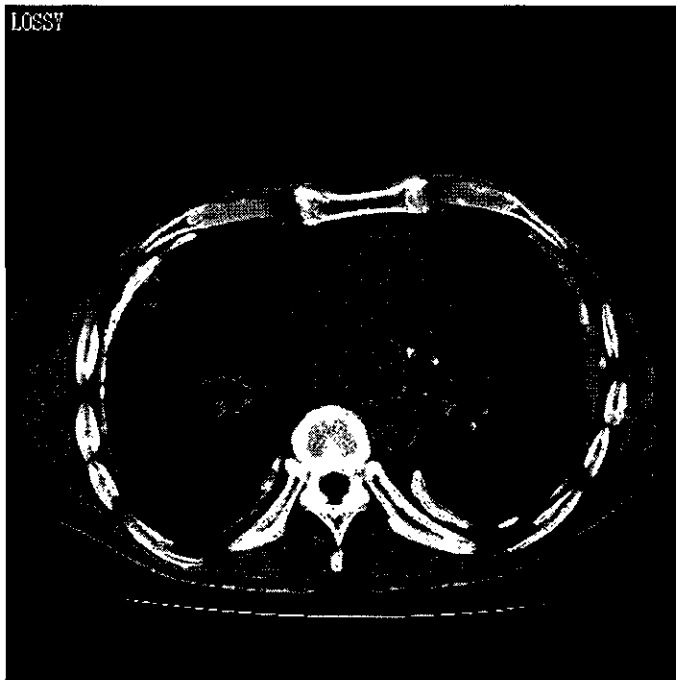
胸部 CT 縦隔条件にて両側石灰化胸膜プラークを伴うびまん性胸膜肥厚を認める。
